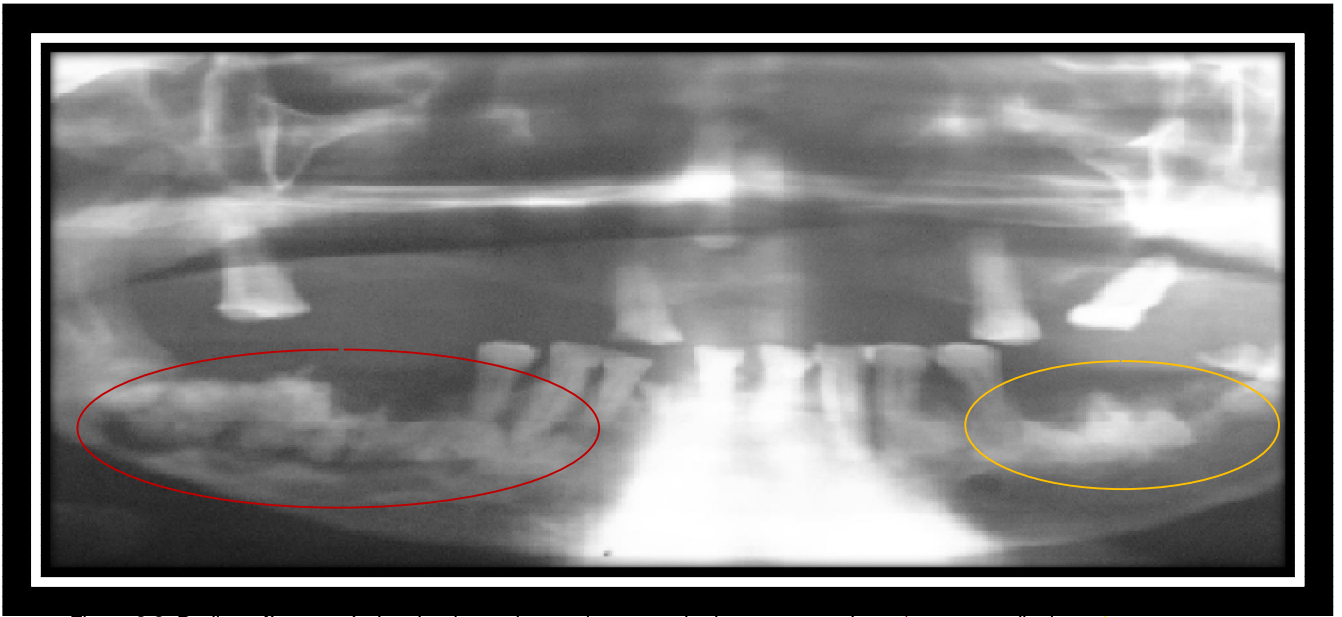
Radiografía panorámica donde se observa la presencia de secuestros óseos* y restos radiculares *
